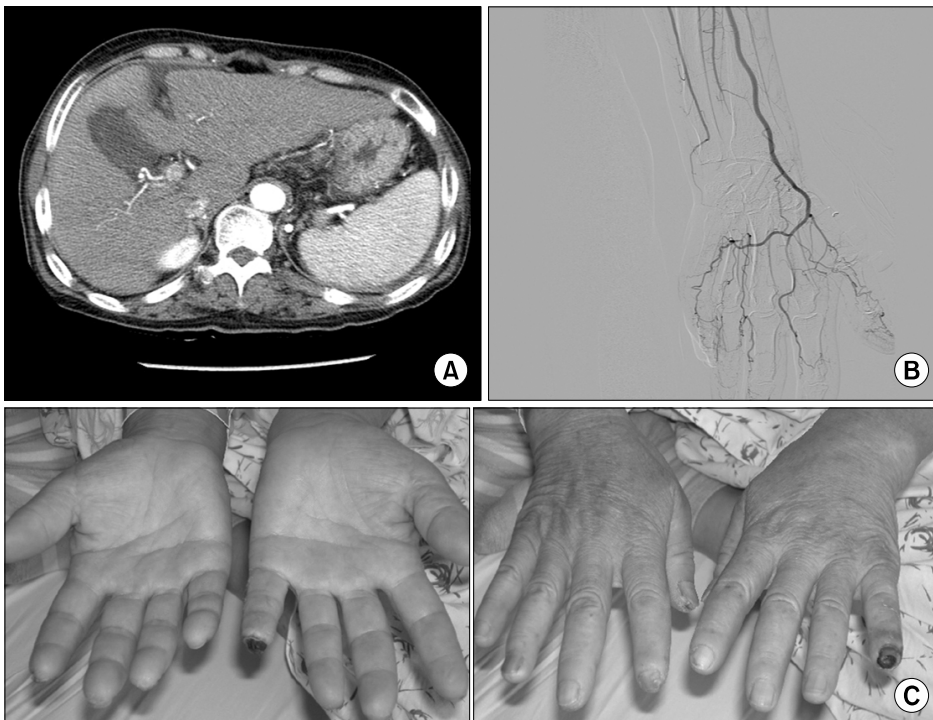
Computed tomography of the upper abdomen (A) showed cirrhosis of the liver and splenomegaly. An angiogram of the left hand (B) revealed slightly decreased blood flow in the palmar branch of the left ulnar artery with smooth tapering, which suggests a normal variant of palmar circulation. (C) The patient's left 5th finger tip was swollen and showed necrotic changes.
